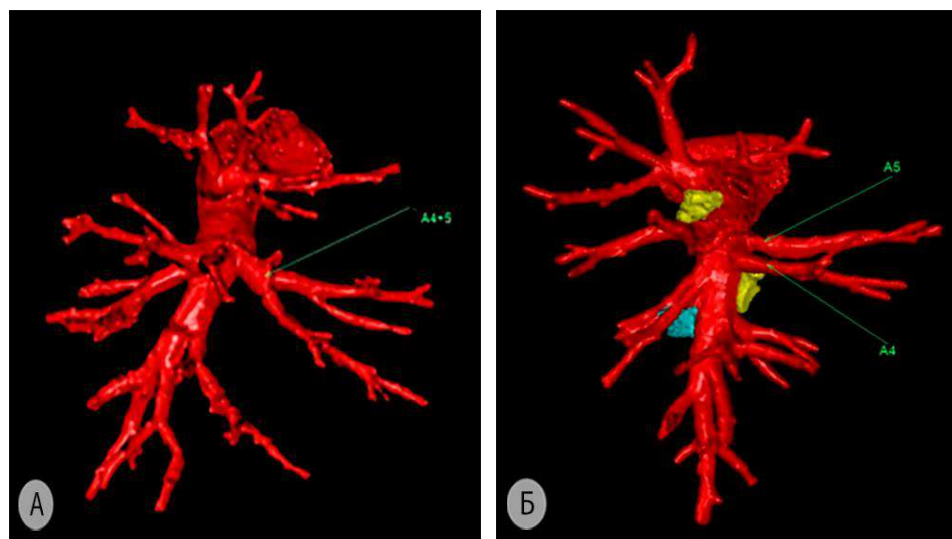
Кровоснабжение передней зоны правого лёгкого (3D-реконструкция МСКТ-АГ) а – общий ствол (A^{4+5}); б – раздельное отхождение латеральной (A^4) и медиальной (A^5) сегментарных артерий. A^{4+5} – переднезональная артерия; A^4 – латеральная сегментарная артерия передней зоны; A^5 – медиальная сегментарная артерия передней зоны. Жёлтым цветом обозначены верхние и нижние междолевые лимфатические узлы (группы 11s и 11i), голубым цветом – опухоль
